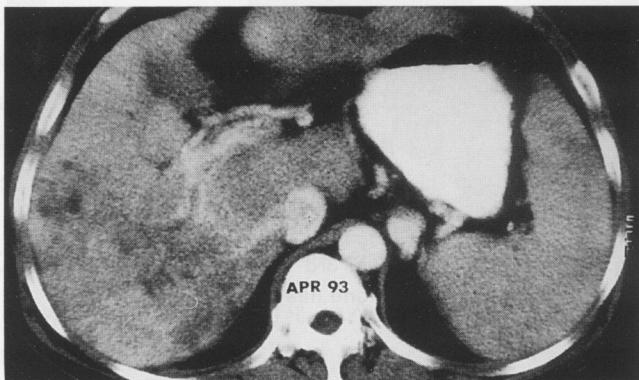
Follow-up CT scan after 5 years: A recurrent hepatic tumor with ill-defined low density and arterioportal shunts in the right hepatic lobe.
